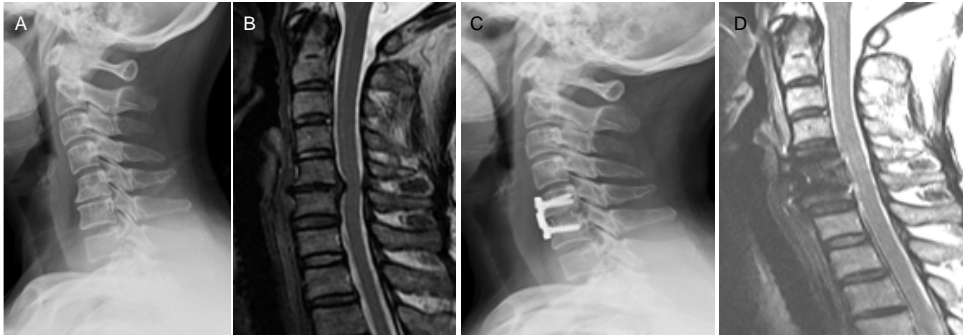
女性 57 岁患者颈椎前路椎间盘摘除、椎间融合联合钢板内固定修复前后 X 射线及 MRI 图片
